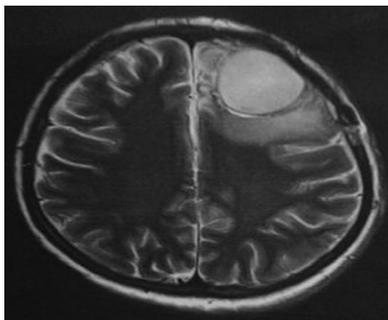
术后 40 d MRI 轴位 T₂ 像, 可见左额部类圆形长 T₂ 信号影, 周围可见片状长 T₂ 信号影
